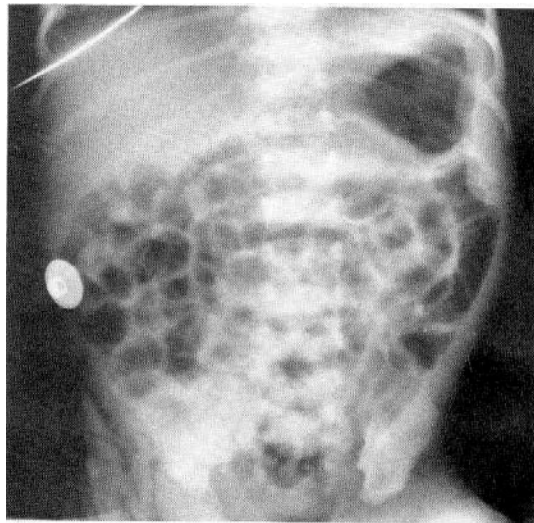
Radiografía de abdomen
